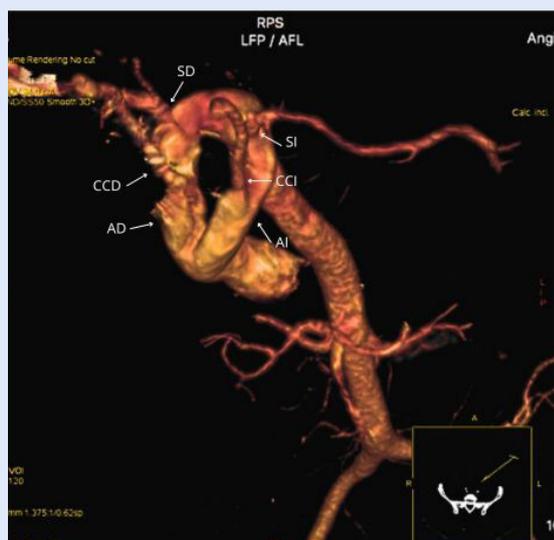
Angiotomografía de tórax contrastada con reconstrucción tridimensional, en proyección oblicua posterior inferior. Se observa emergencia individual de arteria carótida común izquierda (CCI) y subclavia izquierda a partir de arco aórtico izquierdo (AI), y de la carótida común derecha (CCD) y la subclavia derecha (SD) a partir del arco aórtico derecho (AD).
